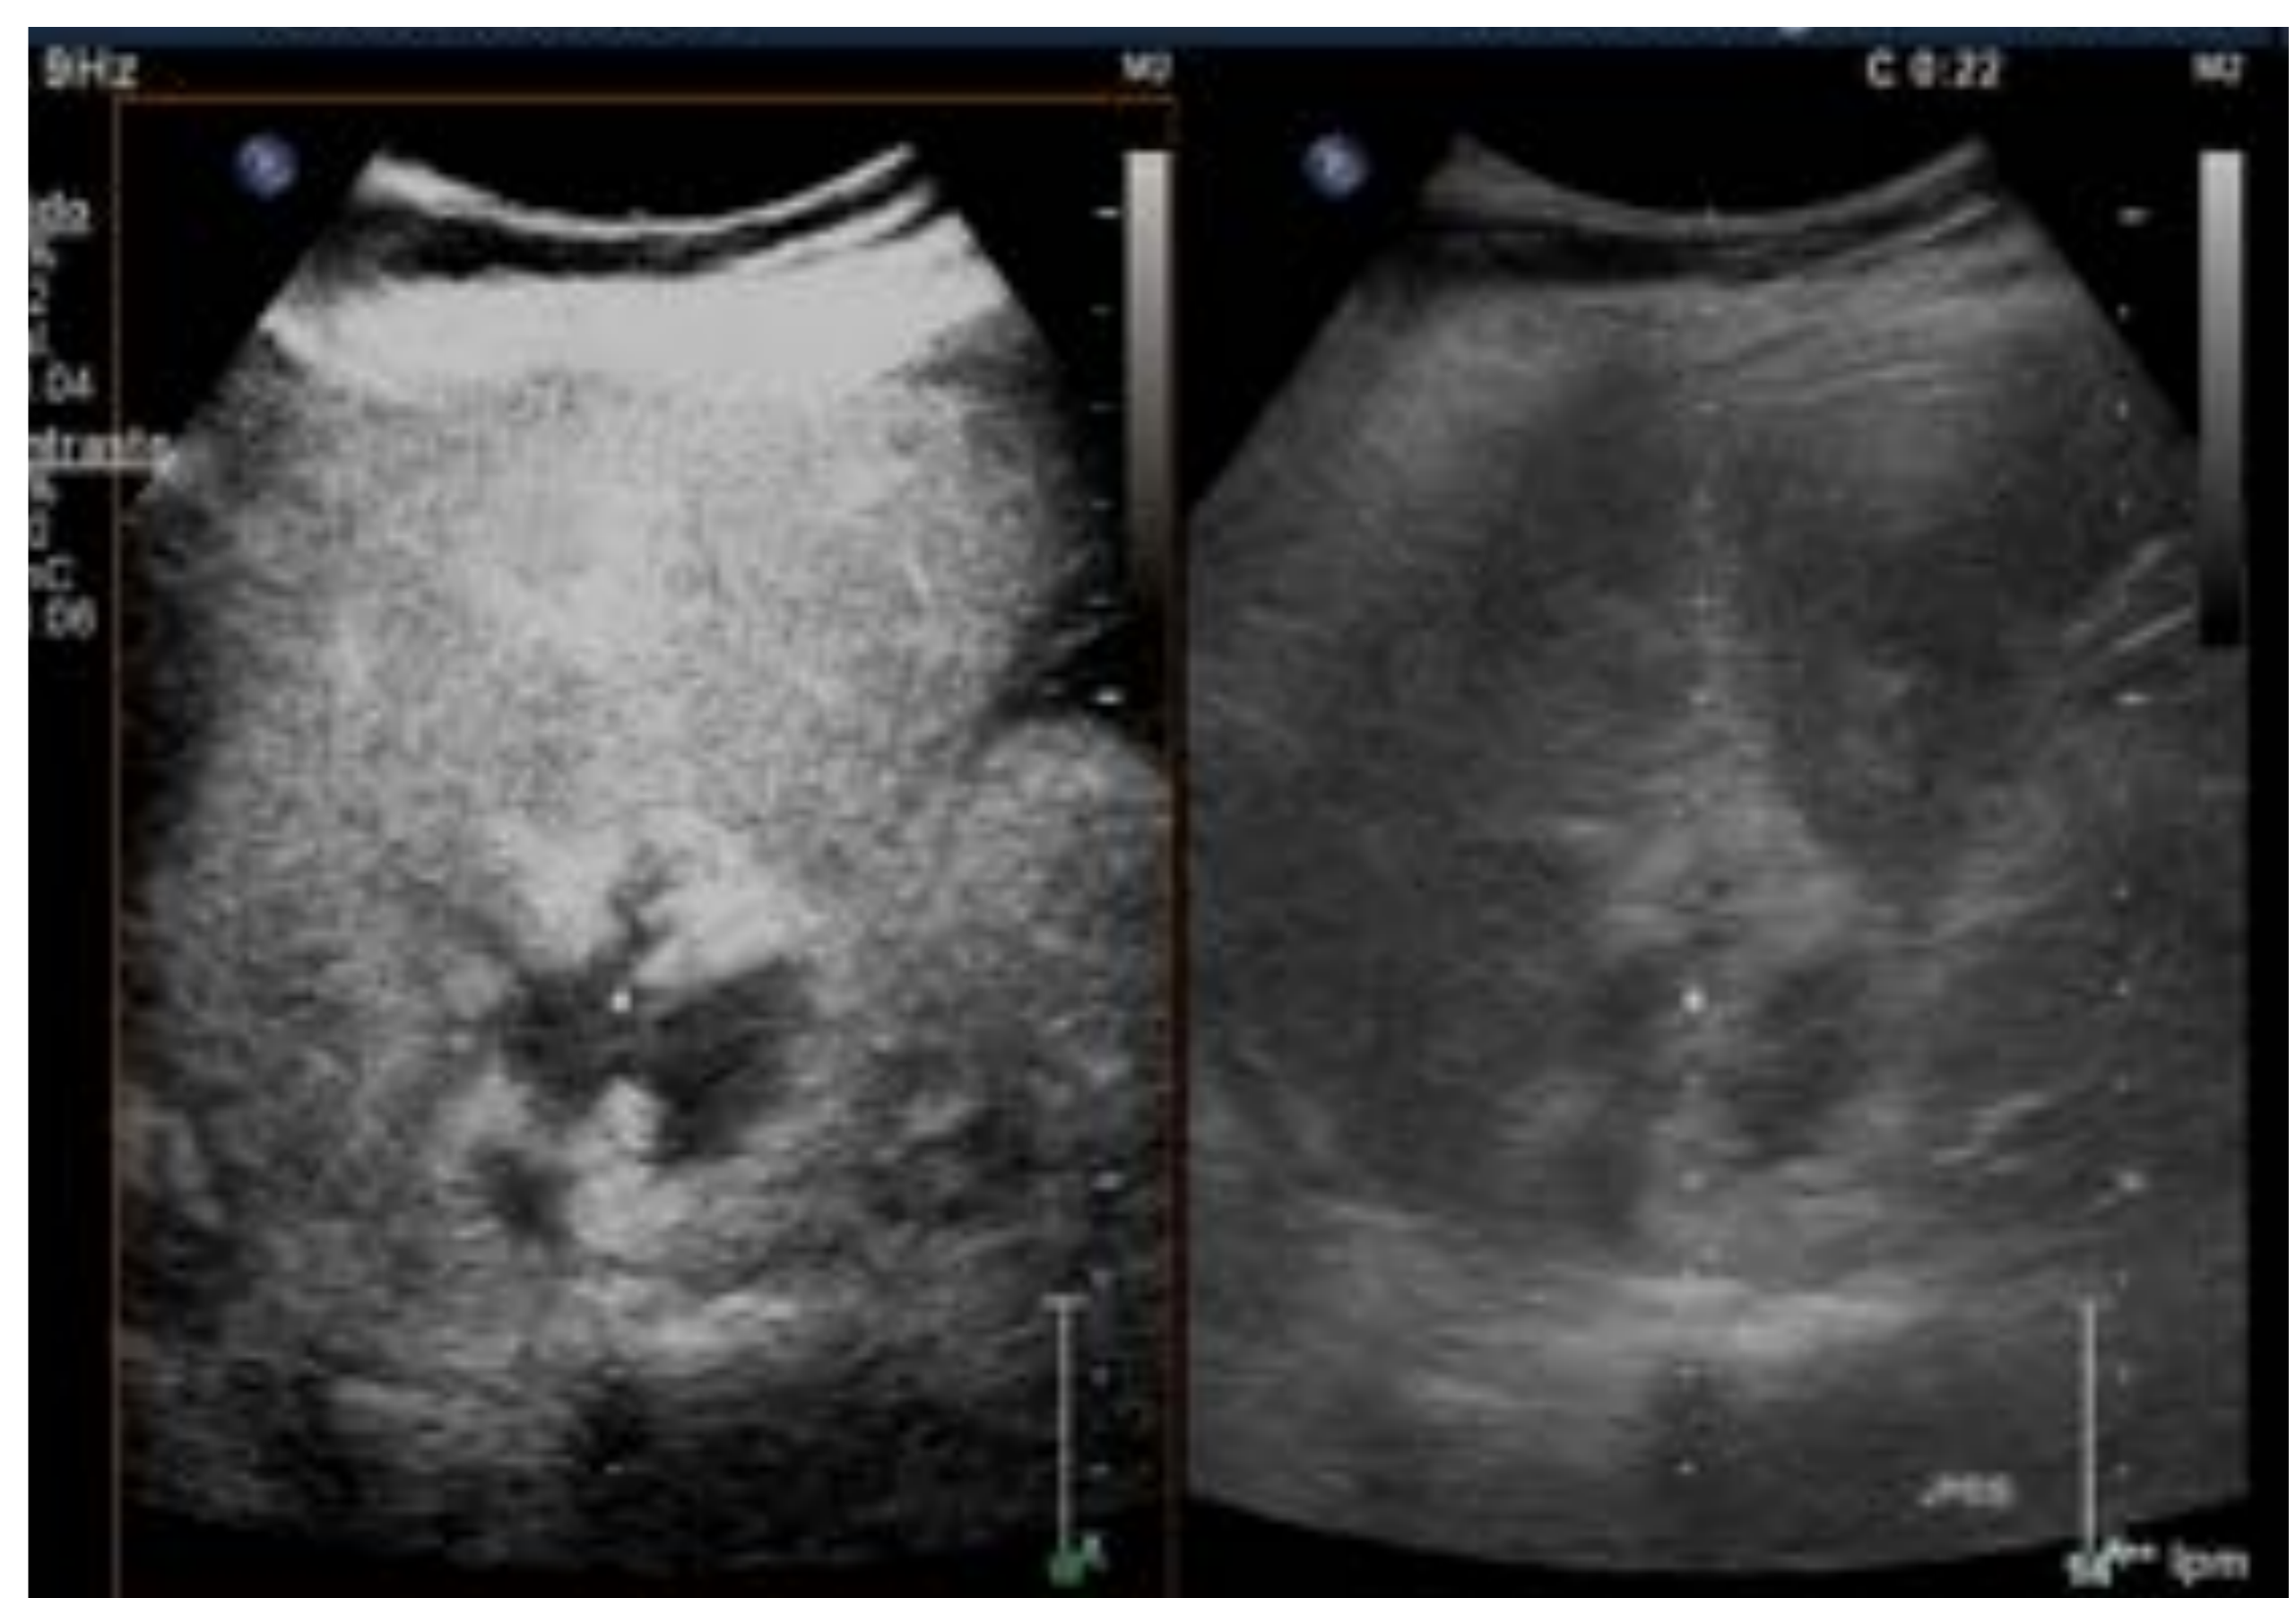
Ecografía modo B (A) y con contraste i.v. (B). LFH de ecoestructura levemente heterogénea, predominantemente hiperecogénica, que presenta bordes bien definidos y llenado periférico tras la administración de contraste.
